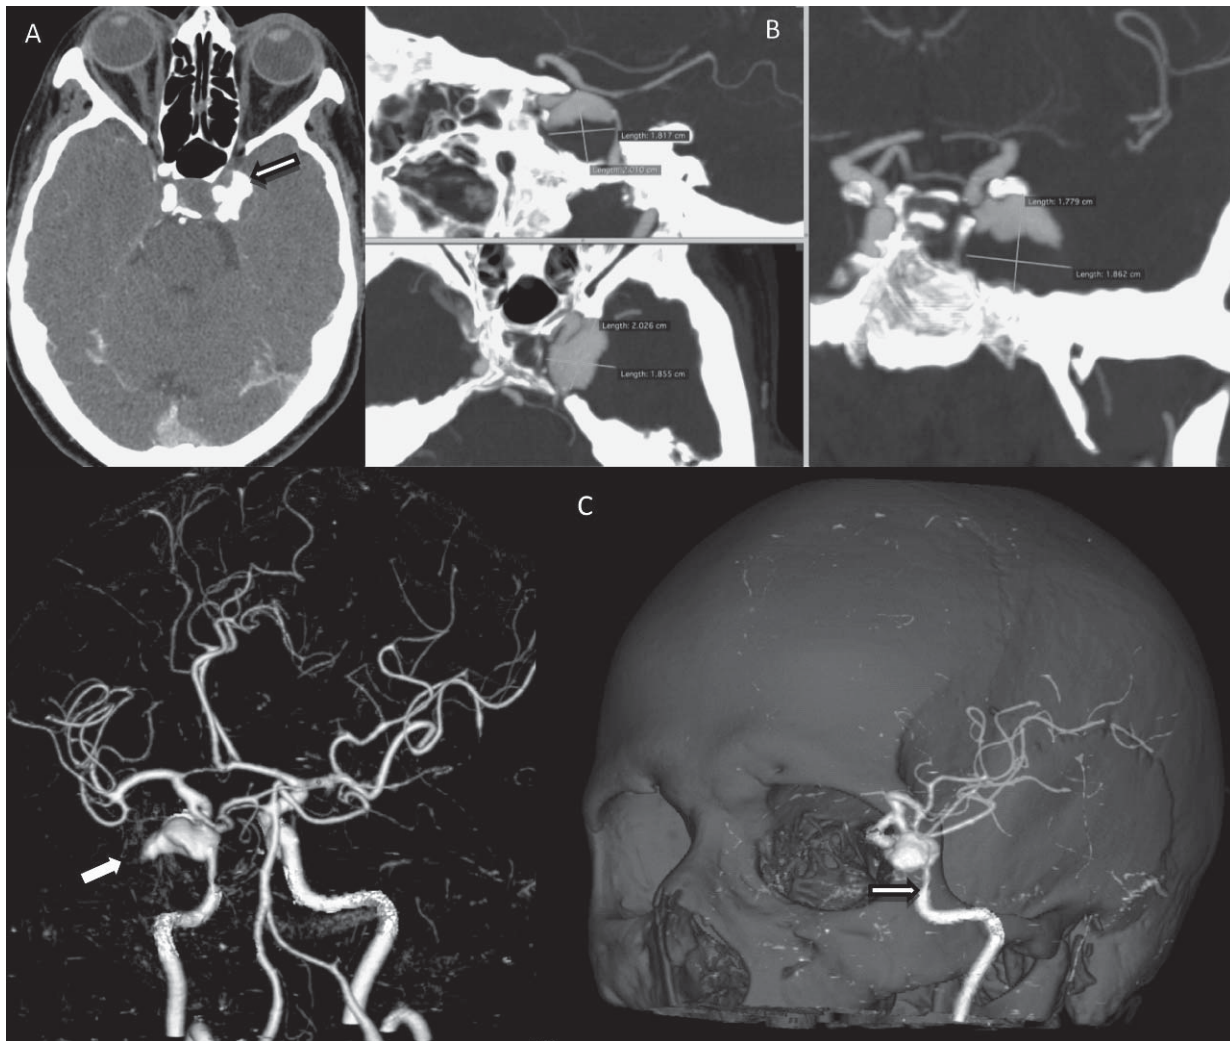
F, 71 ani. Aneurism gigant, parțial trombozat, al arterei carotide interne pe stânga, segment infraclinoidal. A – ACT axial. Aprecierea formei și dimensiunilor maxime ale sacului aneurismal nu este posibilă pe CT axial, iar dimensiunile și configurația trombului intraluminal și a lumenului aneurismal contrastat (săgeată) nu pot fi evaluate corect. Relația cu structurile sinusului cavernos se vizualizează mai detaliat, comparativ cu alte tehnici. B – ACT PIM. Imaginea care redă cel mai bine configurația sacului integru aneurismal, relațiile cu structurile osoase ale osului sfenoidal și procesului clinoidal anterior adiacent, cu regiunea colului aneurismal. C – RV-3D cu subtracția manuală a osului (pe stânga) și aplicarea transparenței parțiale a oaselor craniene (pe dreapta). Absența vizualizării sectorului trombozat al aneurismului; se evidențiază numai lumenul contrastat (săgeată).
